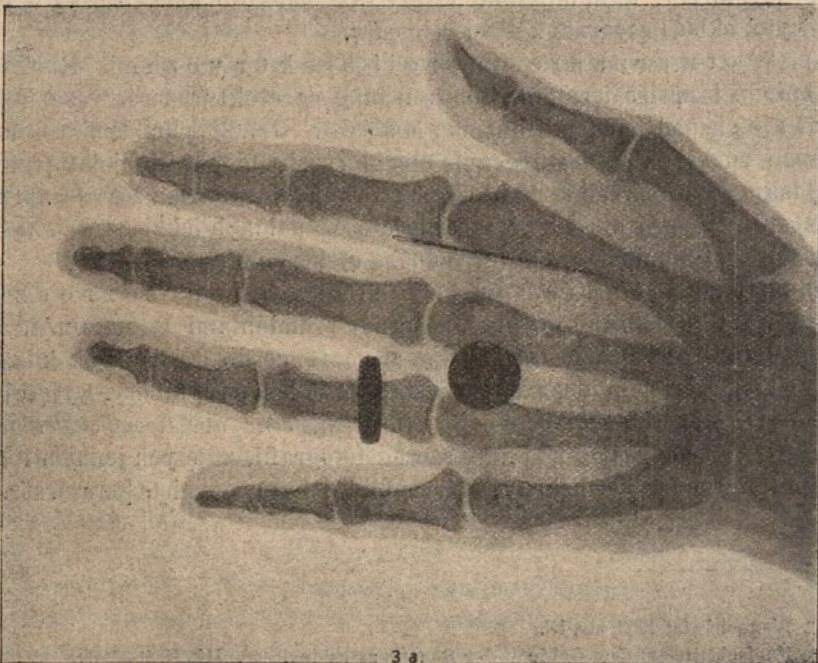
[promienie ROENTGEN'a].
